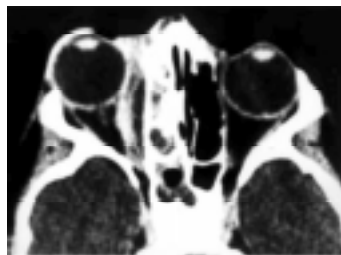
Tomografia computadorizada no plano axial mostrando sinusite etmoidal e esfenoidal à direita, complicada com coleção líquida extra-sinusal (abscesso) junto à parede medial da órbita.
